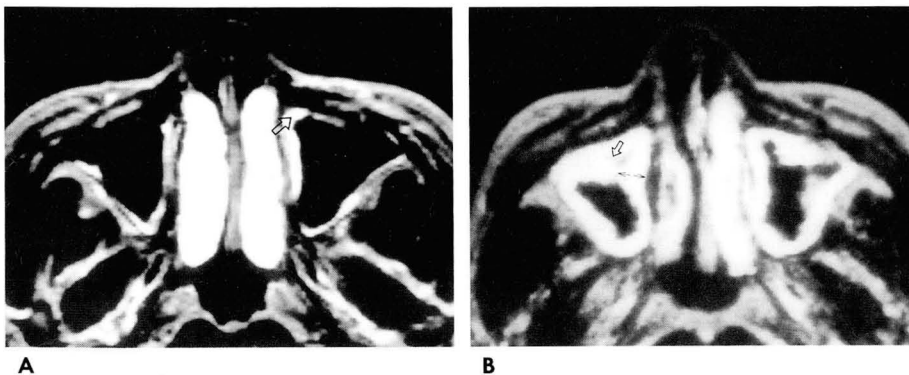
Incidental mucosal thickening of paranasal sinuses in brain MRI of a patient without evidence of signs or symptoms or history of sinusitis. Axial T2 weighted image showed focal thin mucosal thickening of both maxillary sinuses. The most thickened portion (open arrow) was measured as 3.2mm in left maxillary sinus.
